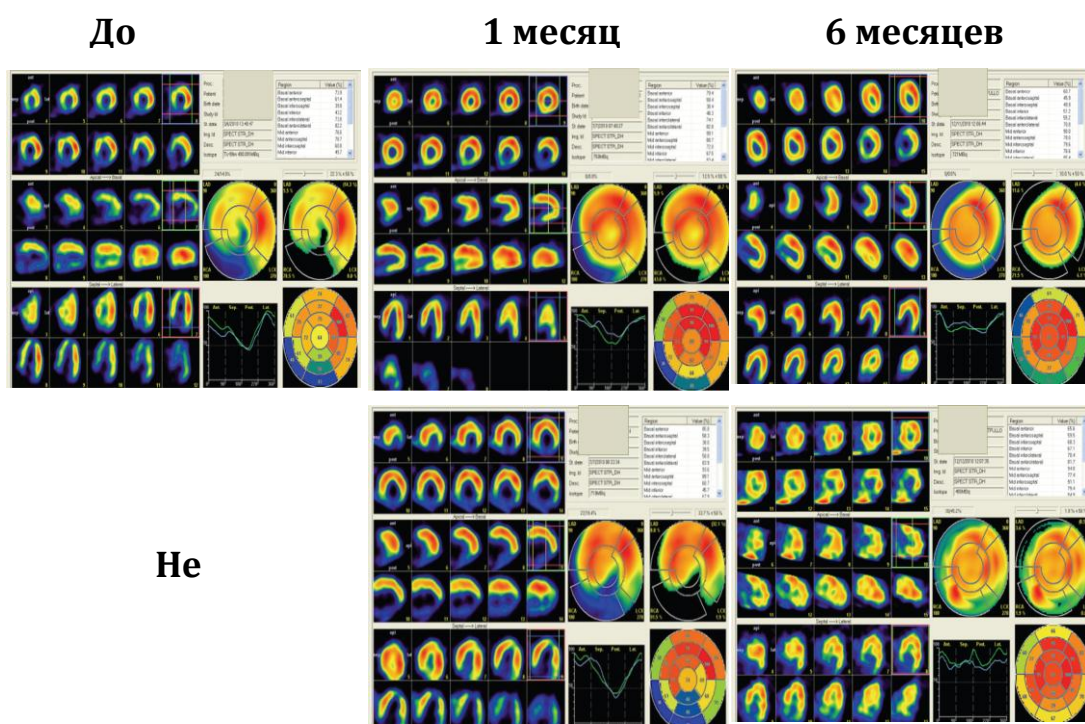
Пример данных перфузии миокарда через 1 и 6 месяцев
